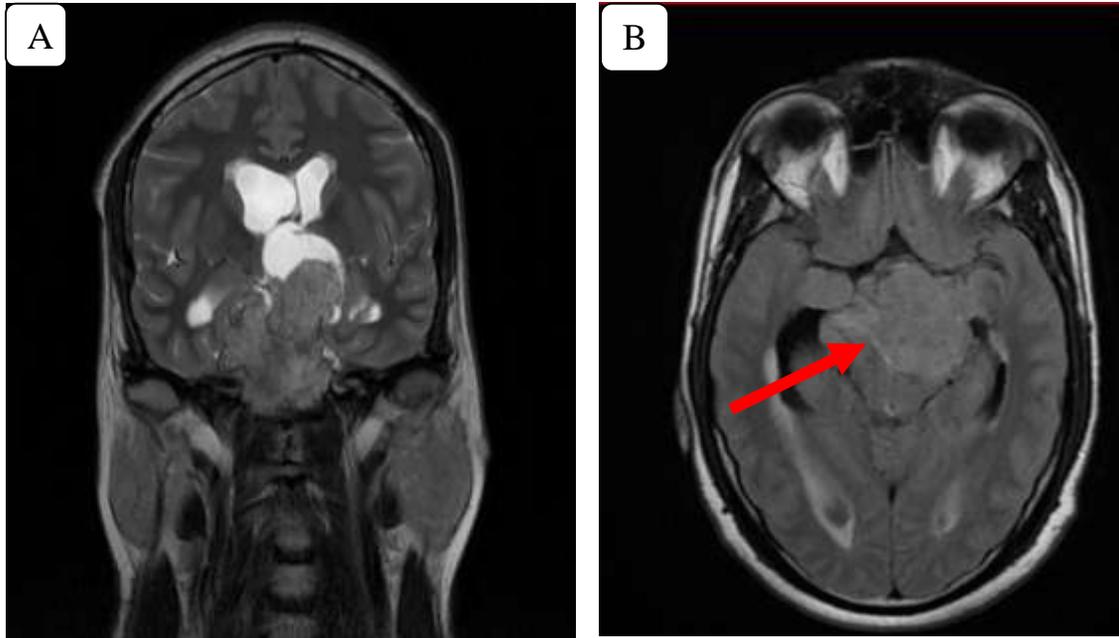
IRM HH avant chirurgie : A : coupe coronale T2, et B : coupe transversale T1 montrant une masse intra et supra sellaie à double composante charnue et kystique mesurant 6 x 5,4x 5 Cm. Grade 4 de la classification de Knosp, évoquant un craniopharyngiome localement infiltrant.
